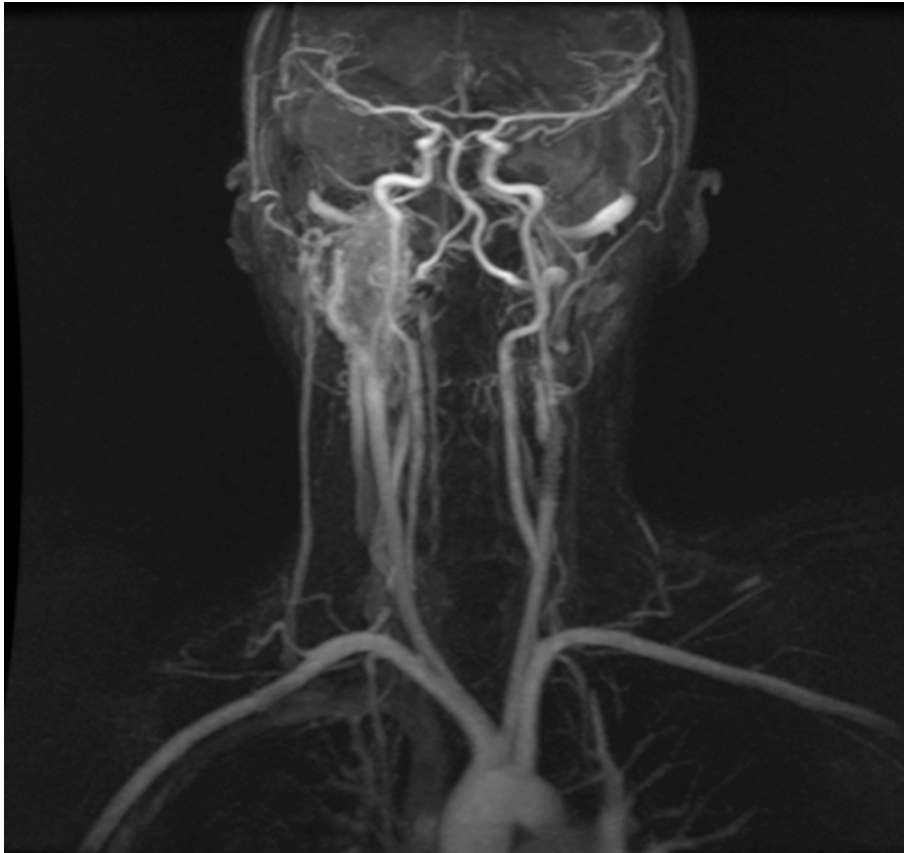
Angio-RM tronco supraaórticos: disección de carótida interna extracraneal externa, y se observa también la embolización de la carótida derecha por complicación quirúrgica.
